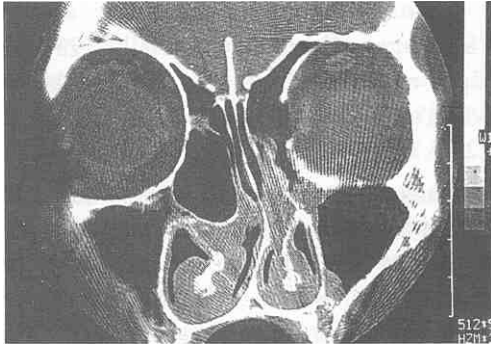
NE 25 yaşında bayan hasta (Preoperatif CT) Solda medialize uncinat process ve Solda maksiller mukozal retansiyon kisti
